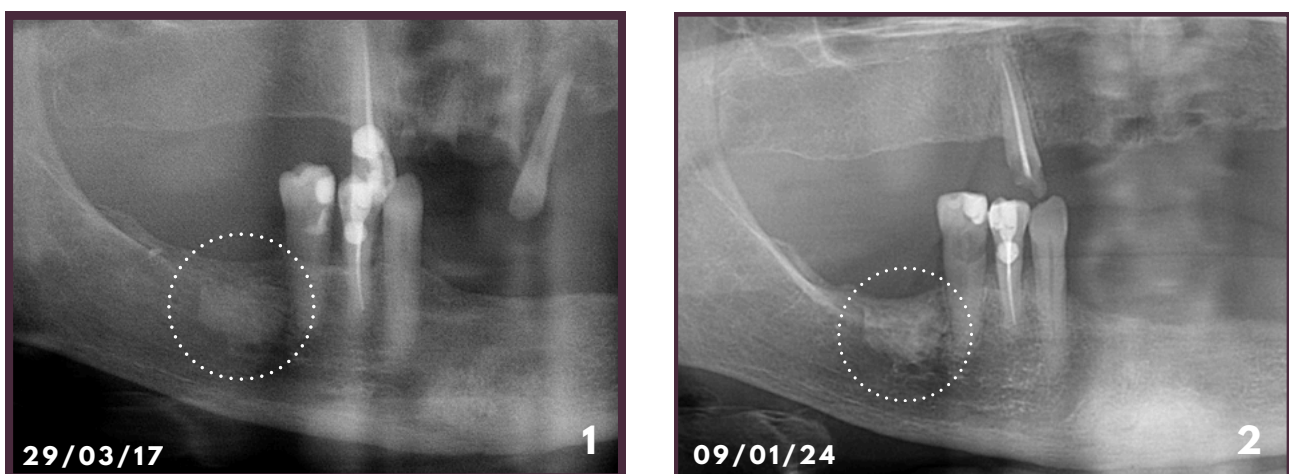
Ortopantomografias de controlo periódico
